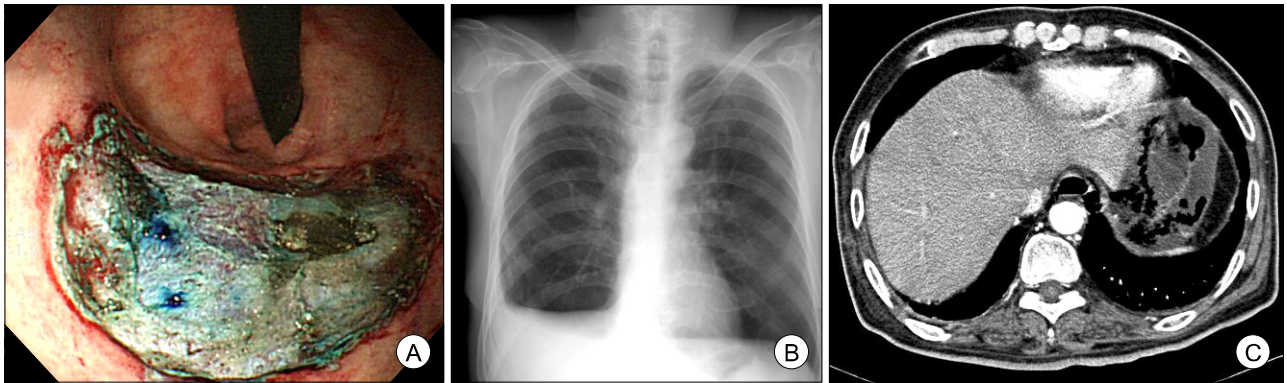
Endoscopic findings. (A) Endoscopic submucosal dissection was performed without perforation. (B) Plain chest film shows no evidence of perforation. (C) Enhanced CT scan shows free air and wall defect on a posterior area of fundus.
